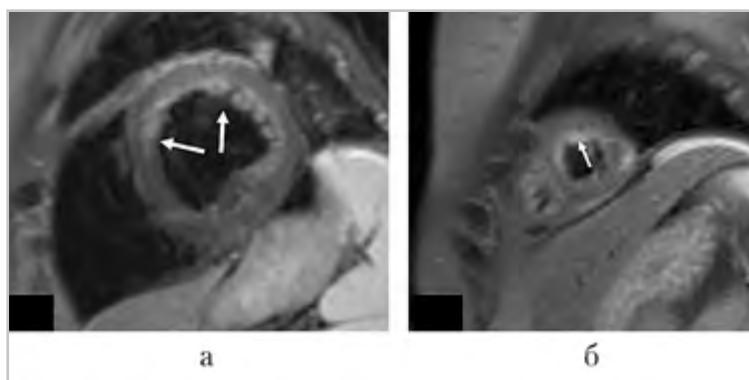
МР-томограммы пациентки Н.: Т2-взвешенное изображение, 2-камерная проекция. *а* — отек миокарда в проекции передней и боковой стенок левого желудочка (*стрелка*); *б* — отек миокарда в проекции верхушки левого желудочка (*стрелка*)
